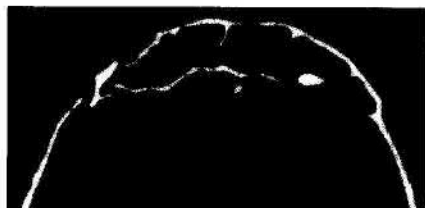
CT axial. Fractură a peretelui anterior și posterior ale sinusului frontal drept cu deplasare minimă posterioasă a fragmentului. Hemosinus (Dr. Codruț Sarafoleanu. Rinologia)
